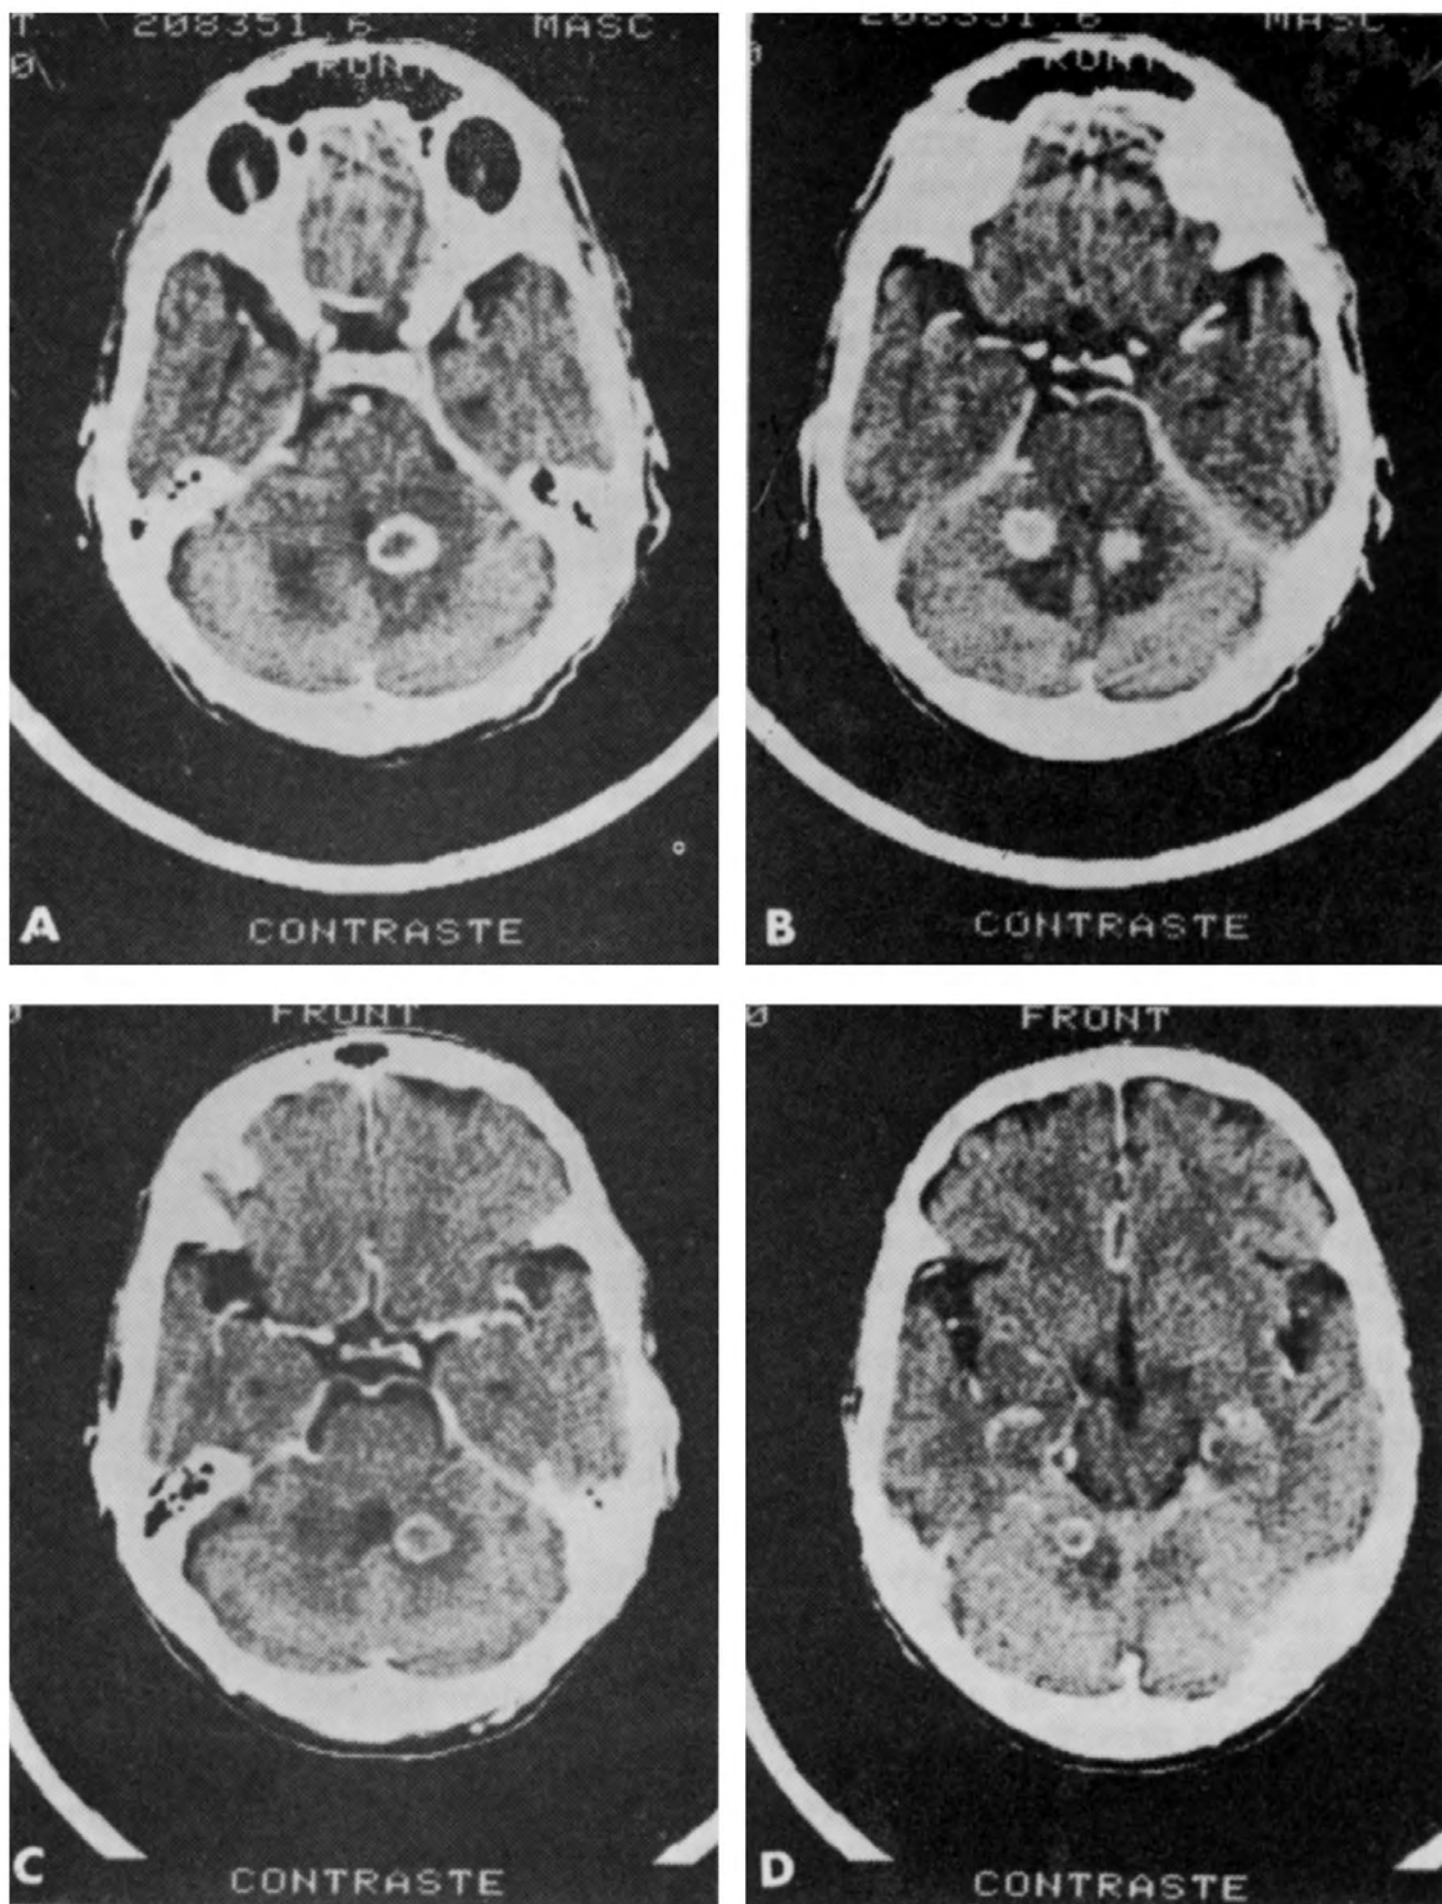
Caso FTS: aspectos da evolução da TC.
